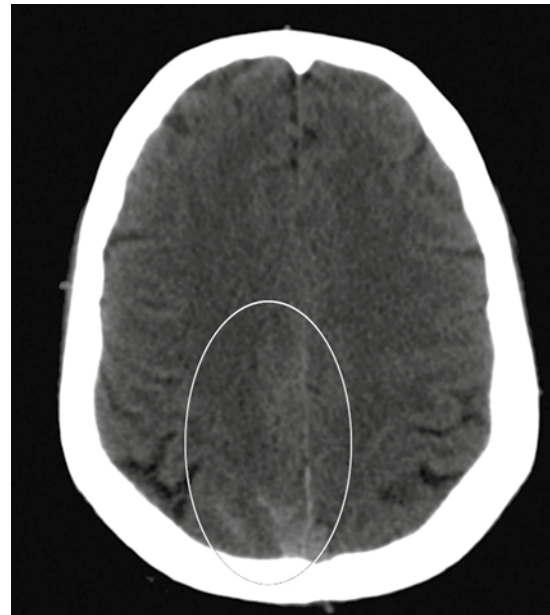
Tomografía, corte axial: sangrado discreto en el espacio subaracnoideo de la convexidad derecha (óvalo).
